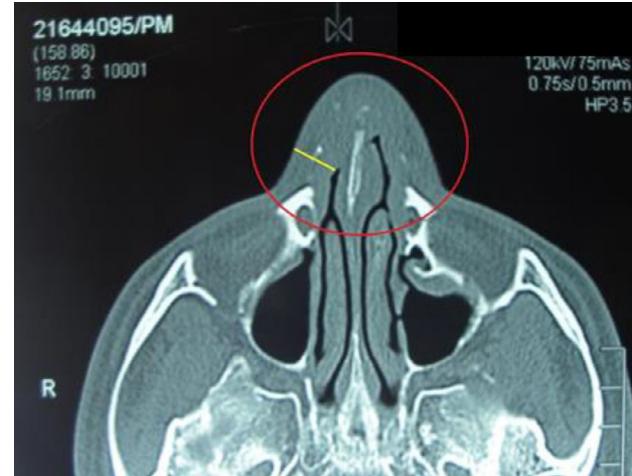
Tomografía de los senos paranasales.
